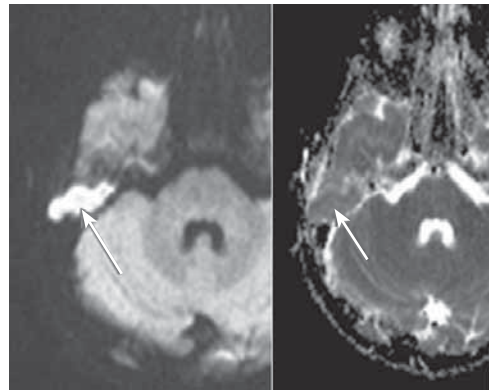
Магнитно-резонансная томография головы пациентки 3 лет, аксиальная проекция, DWI-режим. При МР-исследовании в режиме DWI ($b=1000$) в аксиальной плоскости в сосцевидном отростке правой височной кости наблюдается слабое повышение интенсивности МР-сигнала, в то время как показатели измеряемого коэффициента не снижены (белые стрелки)
